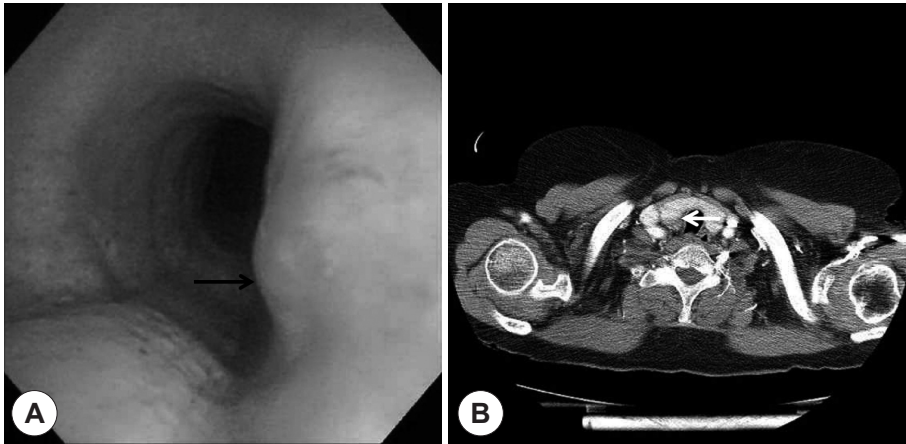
A : Fiberoptic bronchoscopic view shows patent tracheal lumen and healed tracheal wall after five months tumor resection (black arrow). B : Axial CT scan shows no tumor recurrence after ten months (white arrow).
